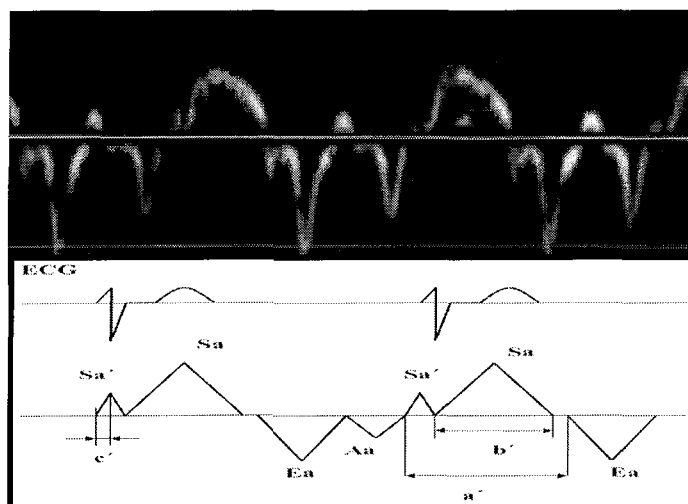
exemple d'ondes de Doppler myocardique. Ondes Sa (systolique), Ea et Aa (diastoliques précoce et tardive), Sa' (phase de contraction isovolumique)
